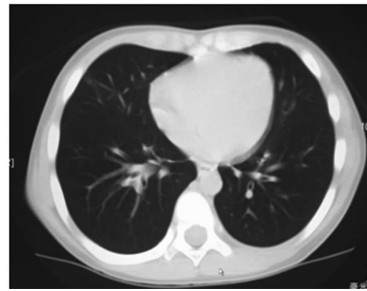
Thoracic CT of this child when he was taken to our hospital
